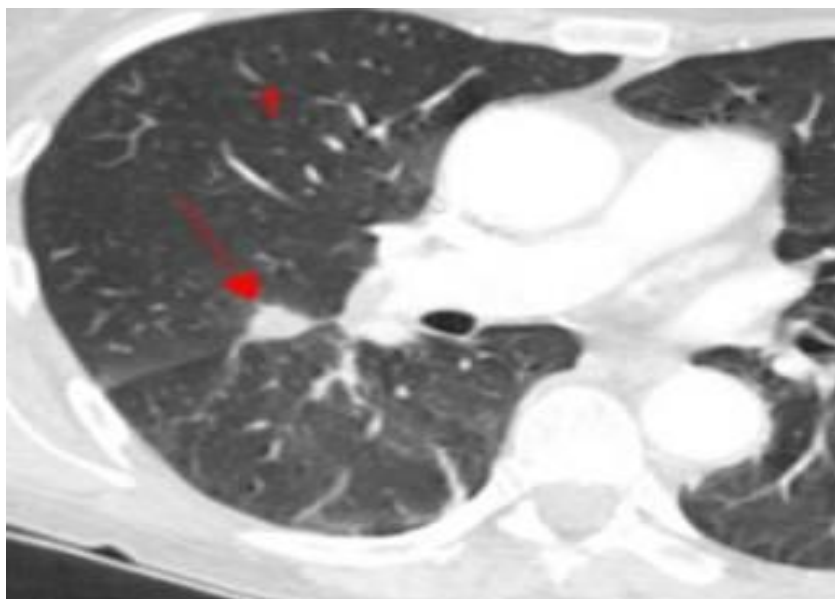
TDM thoracique objectivant une métastase pulmonaire nodule scissural droit (cas N° 4)
